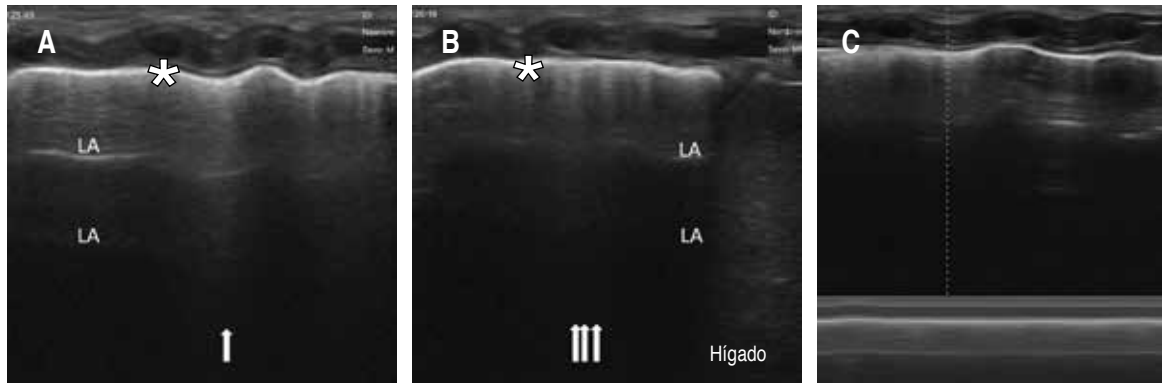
Se realiza ultrasonido pulmonar (ultrasonido portátil lineal de 10 Hz) de control en el que se observa: A) pulmón anterior de-recho apical y medial y B) pulmón anterior medial y basal derecho con líneas-B (flechas) que corroboran resolución del neumotórax y líneas-A (LA). C) El deslizamiento de la línea pleural se corrobora mediante el modo-M que demuestra el “signo de la playa”.
